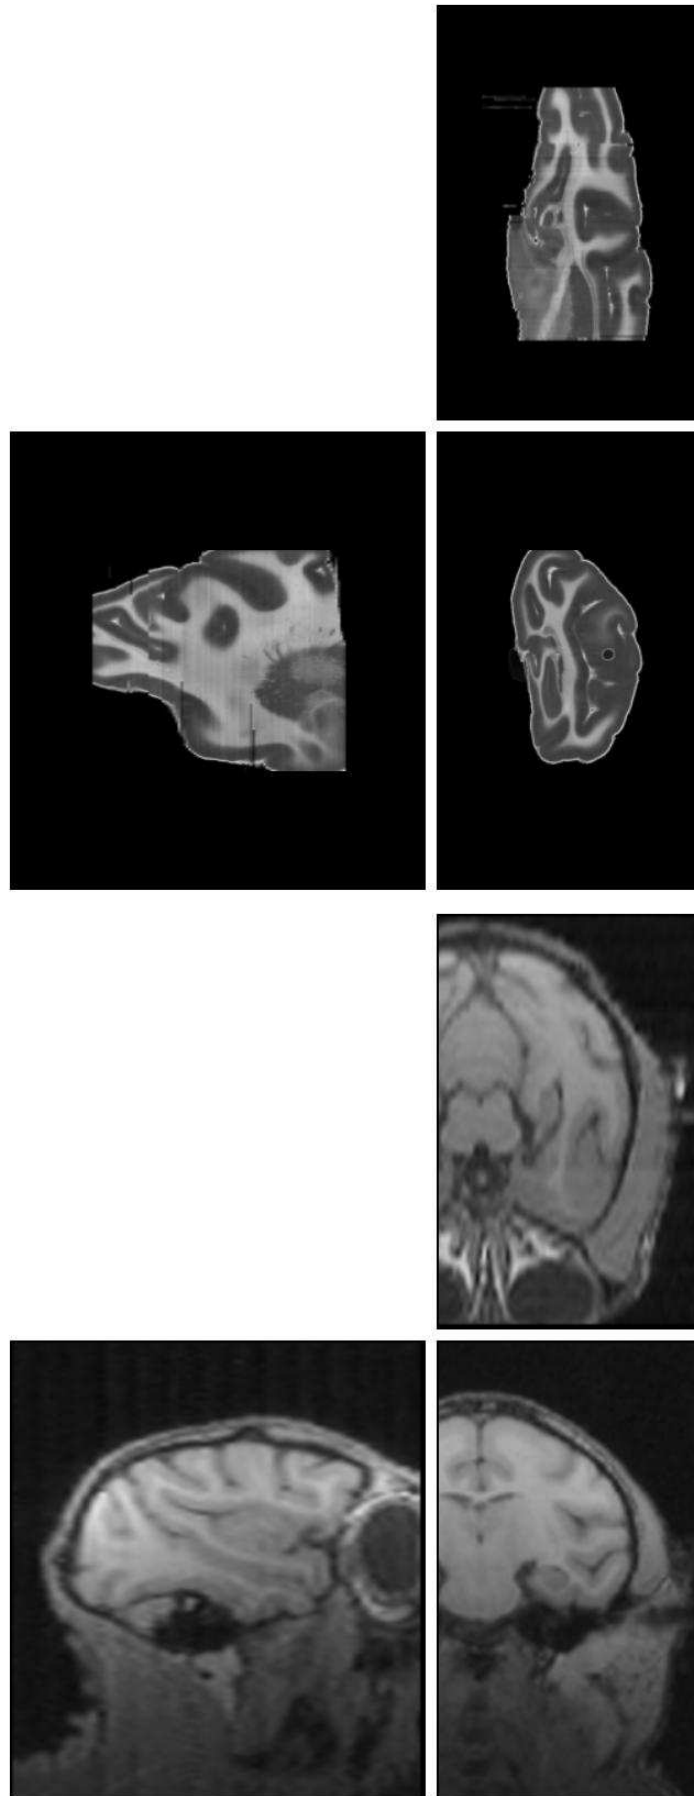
Position initiale du bloc postérieur des images autoradiographiques dans la géométrie de l'image IRM.*
